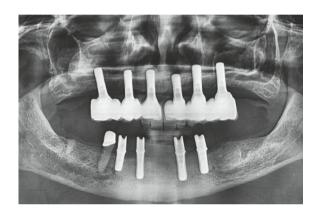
Röntgenkontrolle, Januar 2022: Erkennbar ist eine zwischenzeitliche Oberkieferversorgung ebenfalls mit 2-teiligen Keramikimplantaten.
